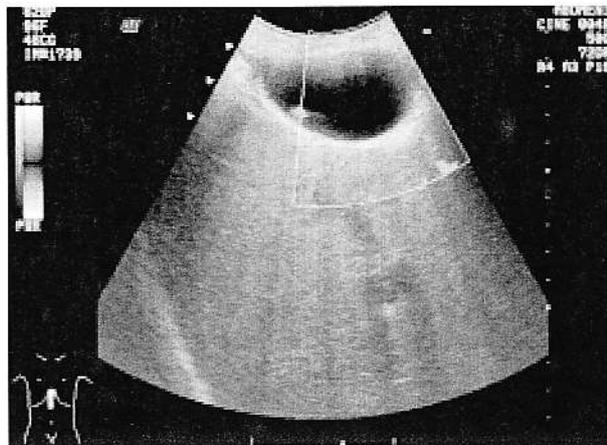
Colecistită acută. Flux sanguin prezent în porțiunea fundică a colecistului (power Doppler).
